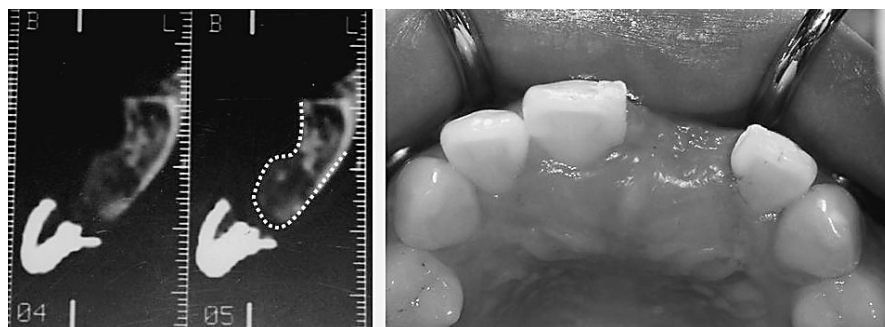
インプラント埋入術前のCT所見と口腔内所見。
